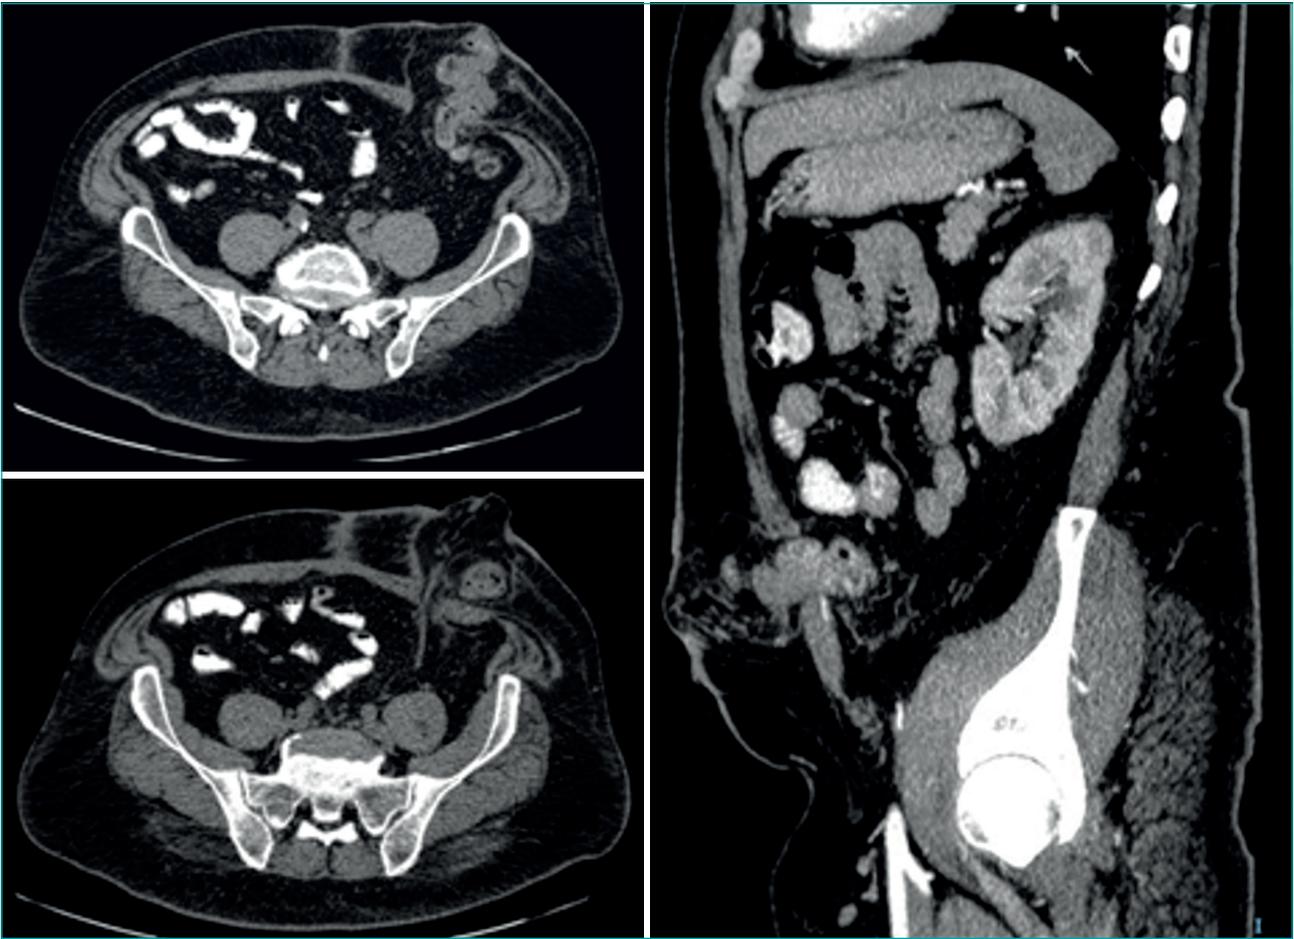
Imagen de TAC (corte coronal) de volumetría en paciente con eventración compleja (diámetros transversal y anteroposterior).
